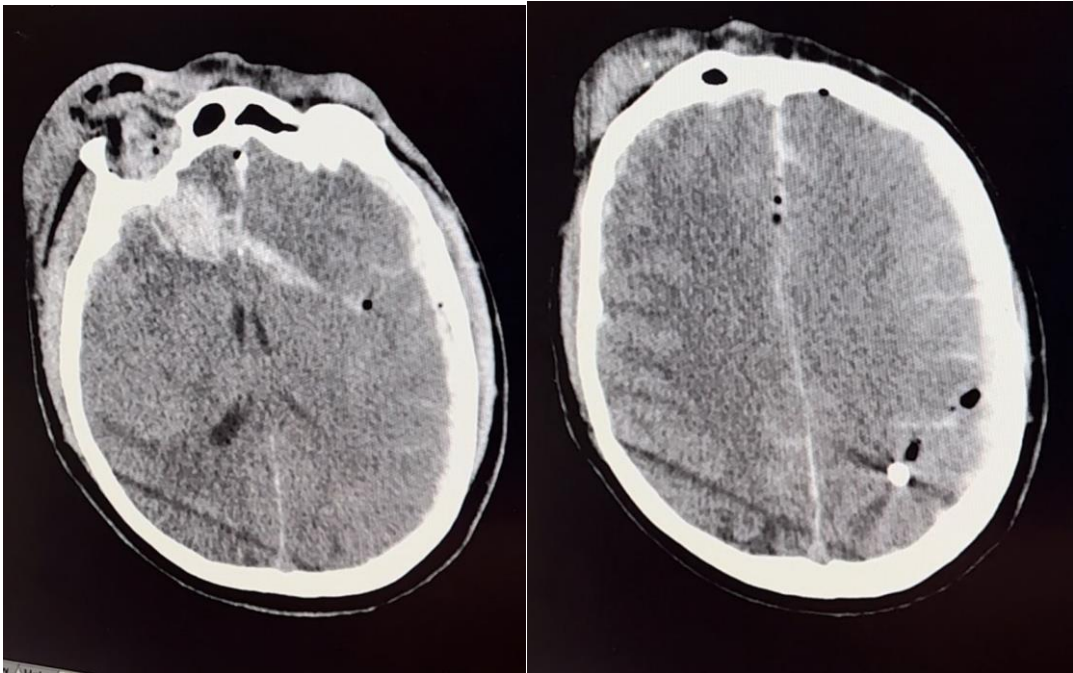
Спостереження № 71 Пацієнт І. 39р. КТ головного мозку до операції, аксіальна проекція, рановий канал з наявністю крововиливу з початком в правій лобній ділянці, забоем речовини мозку та крововиливом по ходу ранового каналу, що пересікає середню лінію. Зміщення серединних структур зліва на право, набряк набухання головного мозку, масивний субарахноїдальний крововилив, наявність повітря та металевго уламка в лівій тім'яній ділянці.
